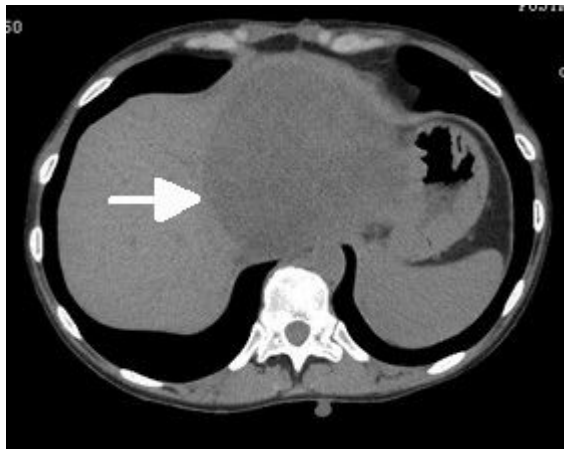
МСКТ органов брюшной полости
